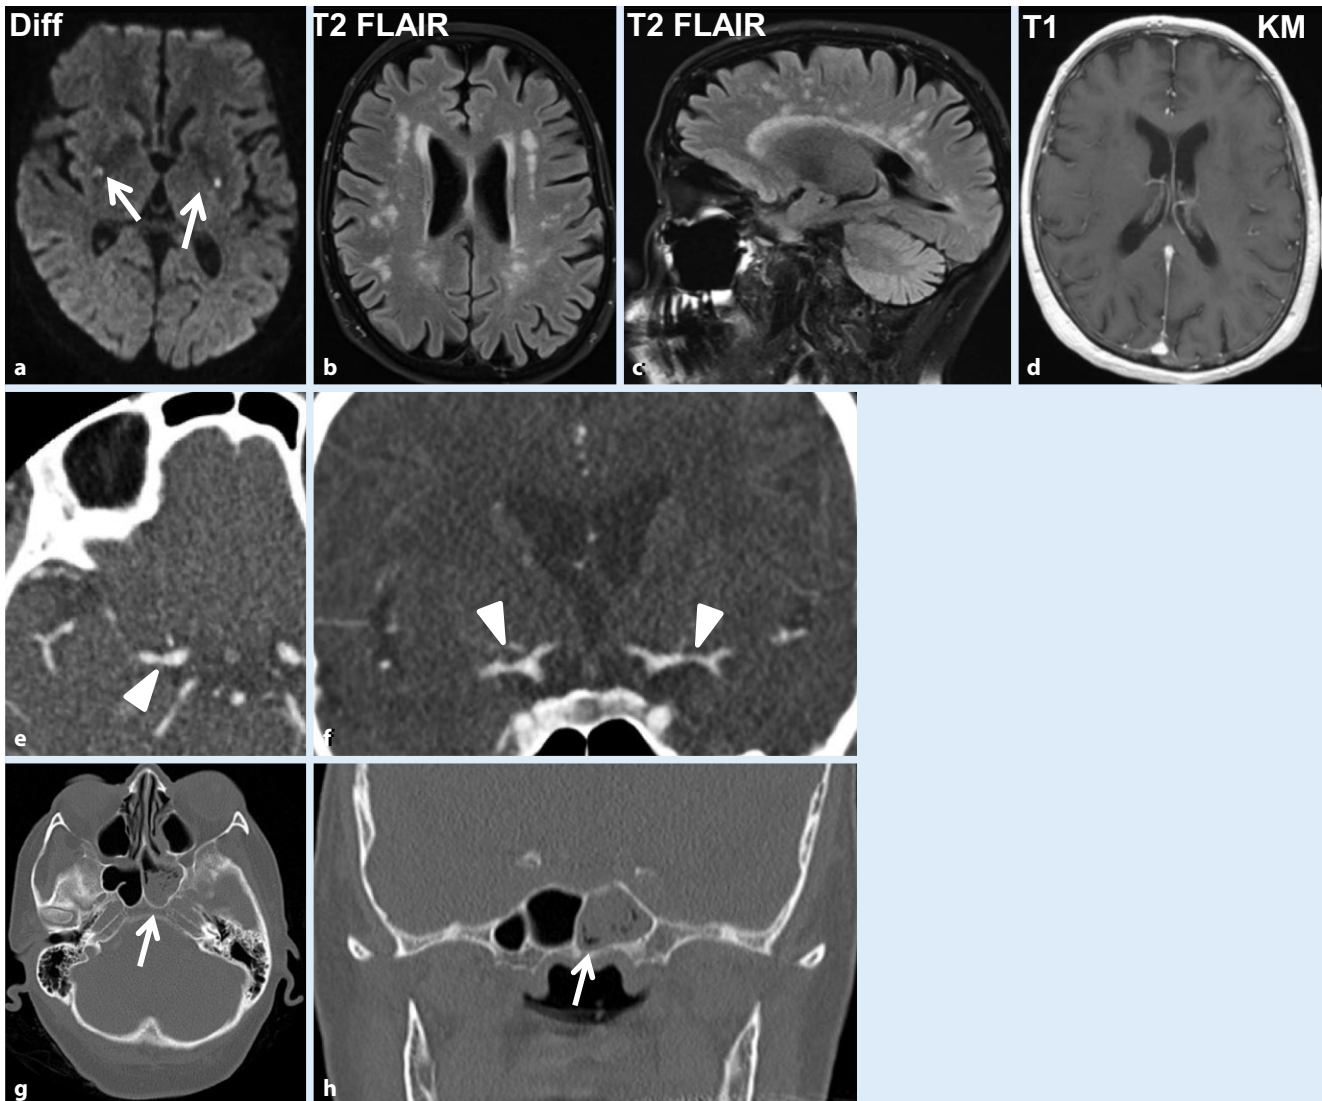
▲ Kraniale Magnetresonanztomographie (cMRT), Computertomographie(CT)-Angiographie und CT der Nasennebenhöhlen. a In der diffusionsgewichteten Sequenz (Diff) der MRT erkennt man punktförmige Ischämien in den Stammganglien beidseits (Pfeile). b, c In den T2-FLAIR-Sequenzen fanden sich multiple Marklagerläsionen, die in den T1-gewichteten Aufnahmen nach Kontrastmittel(KM)-Gabe (d) keine Schrankenstörung aufwiesen. e, f In der CT-Angiographie Nachweis multipler intrakranieller Gefäßstenosen (Pfeile). g, h Im CT der Nasennebenhöhlen zeigte sich neben einer Sinusitis ethmoidalis und maxillaris eine Sinusitis sphenoidalis wie hier dargestellt (Pfeile)
